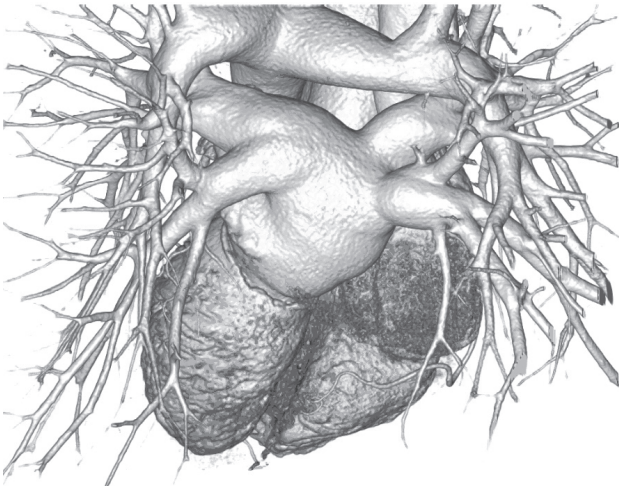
МСКТ. Трехмерная реконструкция левого предсердия и легочных вен в норме (вид сзади)
